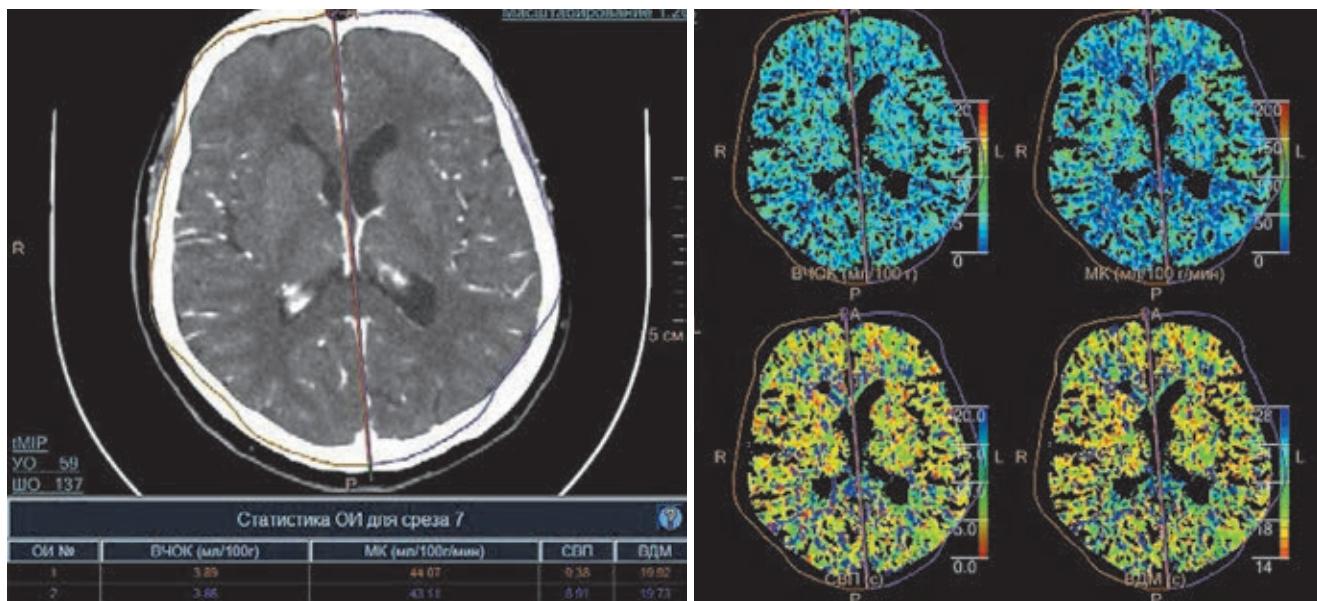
Перфузционная компьютерная томография. Симметричность параметров кровотока в правой и левой гемисферах.
